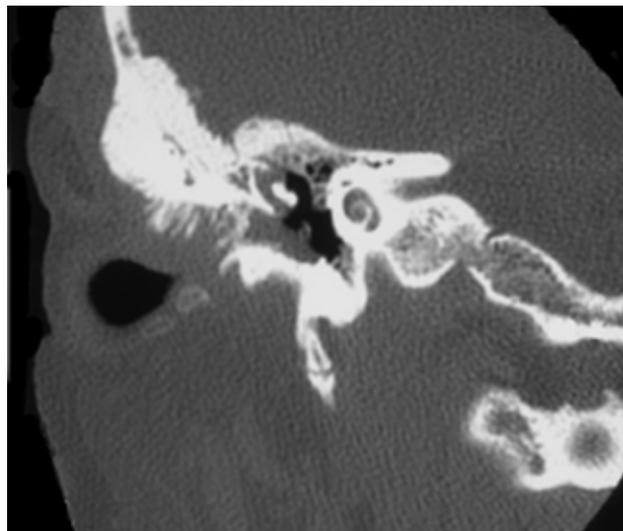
Podemos observar una imagen de TC que muestra los bordes espiculados que ha adquirido el hueso temporal, así como la intensa hiperostosis.
